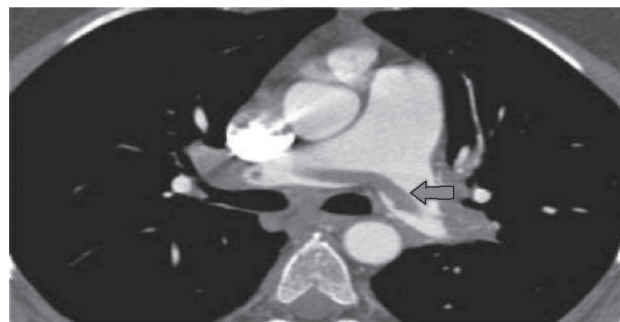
Данные спиральной компьютерной томографии больного с ТЭЛА. Тромб образует дефект наполнения (указан стрелкой)
